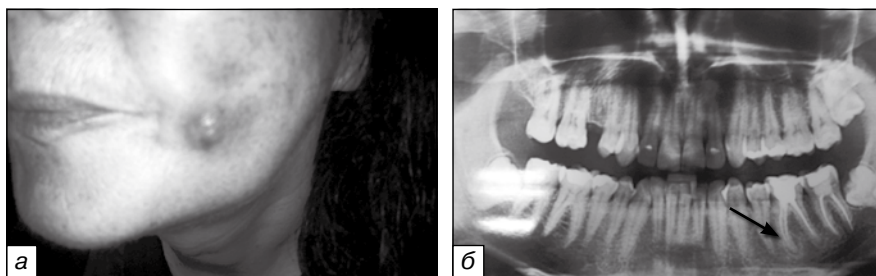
Внешний вид больной М., 43 лет, страдающей стационарной формой одонтогенной подкожной гранулемы левой щечной области (а); ортопантомограмма пациентки: хронический одонтогенный периапикальный очаг инфекции отмечен стрелкой (б)
